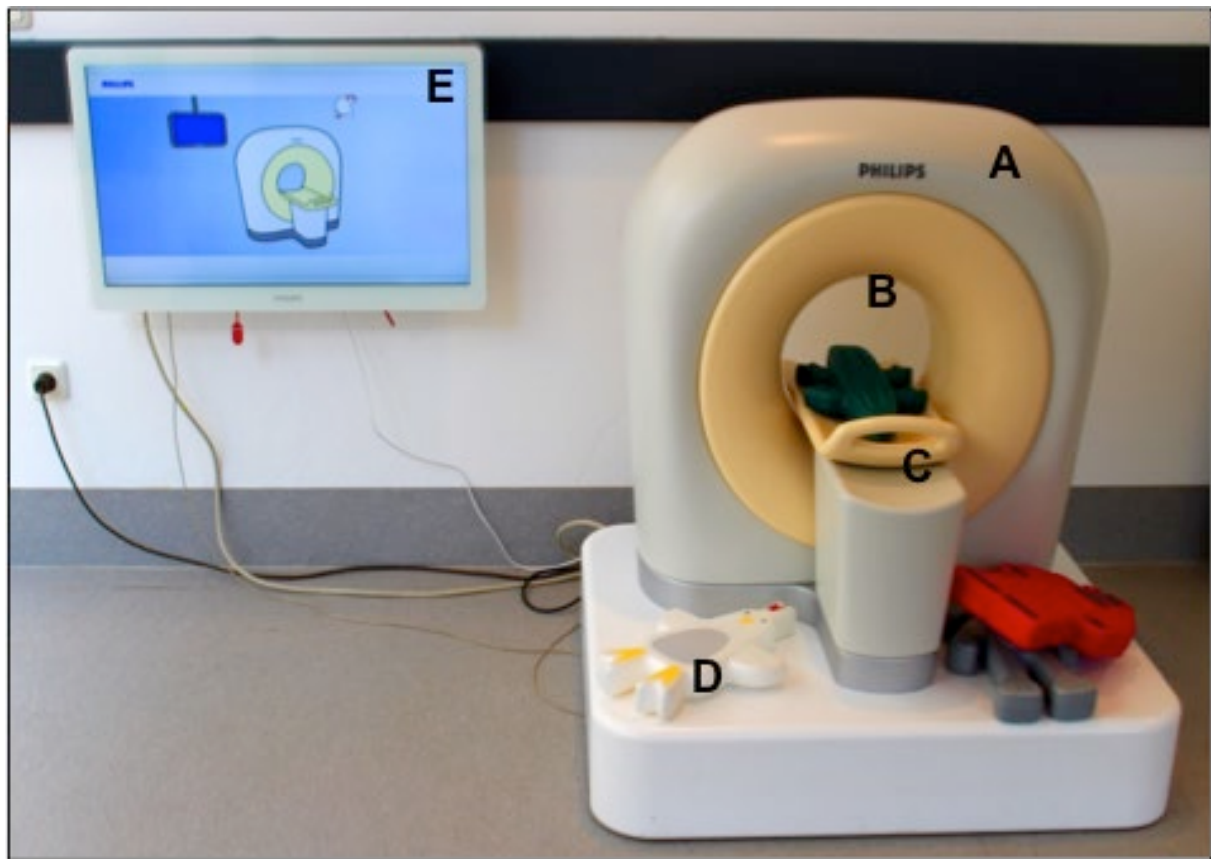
KittenScanner im Wartebereich. A = Tomograph, B = Tunnel, C = bewegbare Patientenliege, D = Spielzeugfigur mit Chip, E = an den KittenScanner angeschlossener Bildschirm
